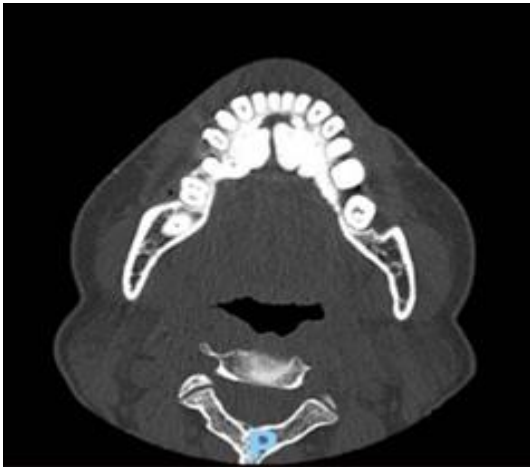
Corte axial de uma Tomografia computadorizada demonstrando a presença das exostoses mandibulares, que se aproximam na linha média da paciente.
